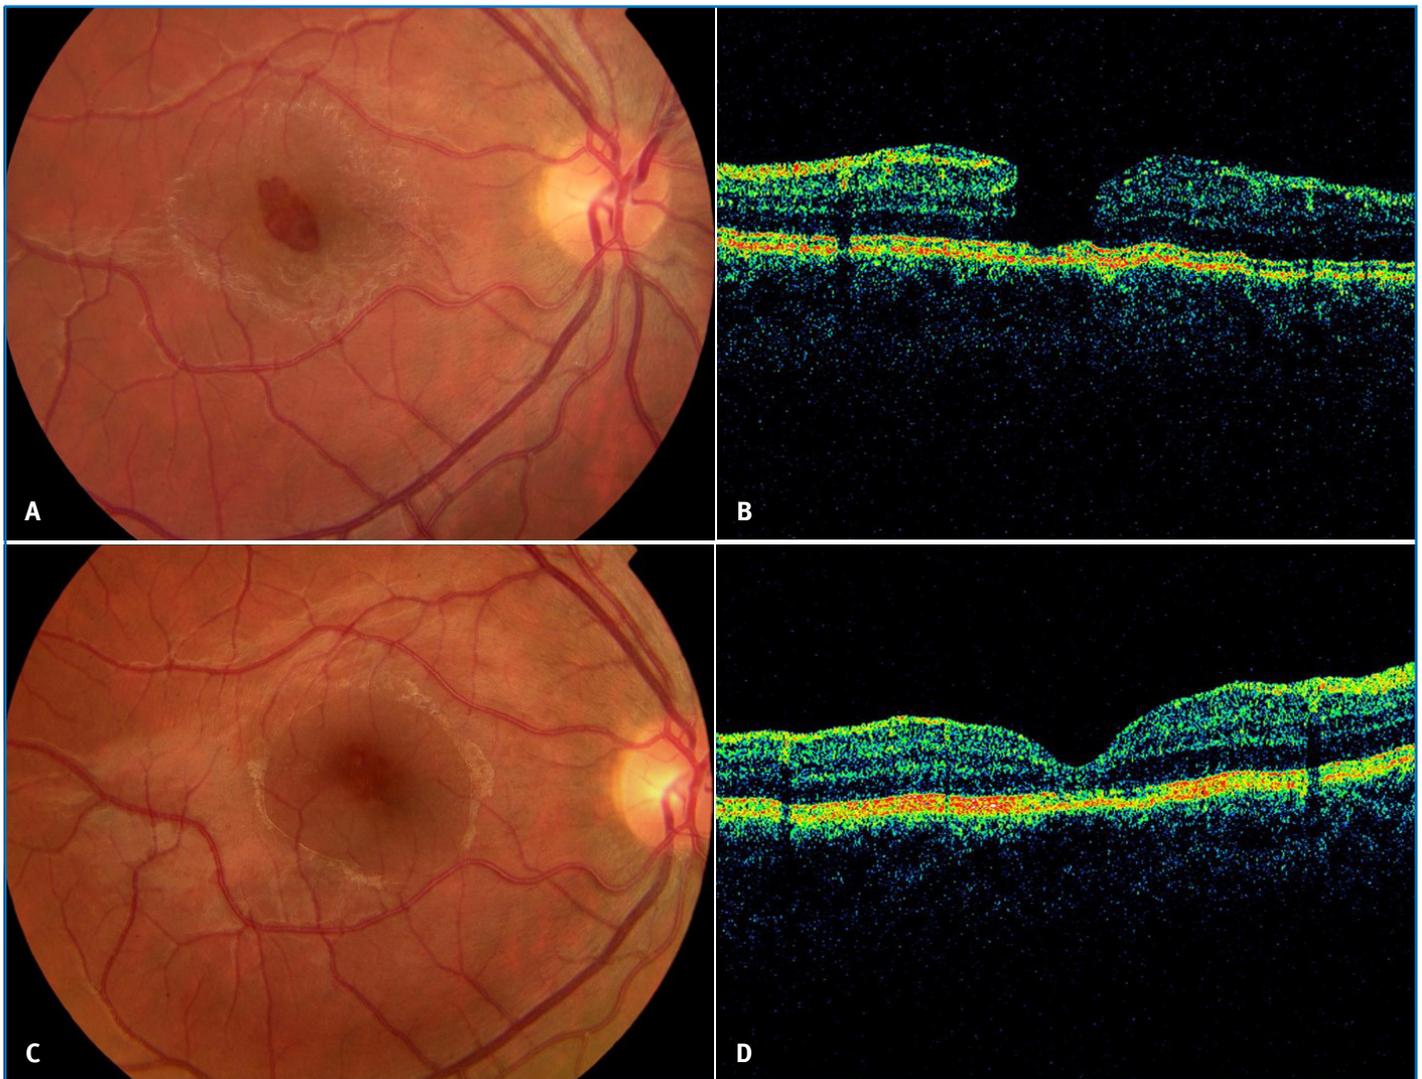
A. Agujero macular traumático. Se puede apreciar la marcada fibrosis circunfoveal asociada. B. Agujero de espesor completo evidenciado por tomografía de coherencia óptica. C. Agujero traumático cerrado tras una vitrectomía *pars plana* + gas hexafluoro de azufre (SF6). D. Cierre anatómico completo.
